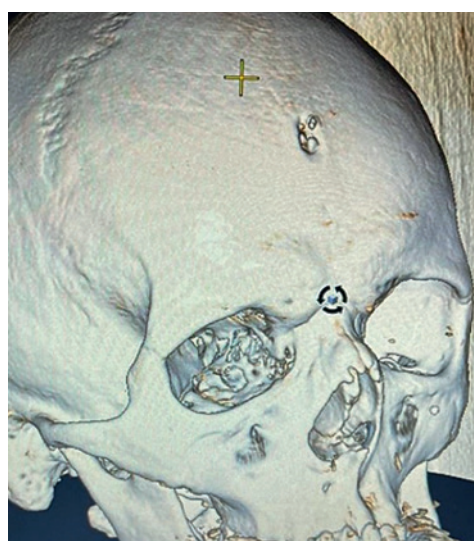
Пациент Г., 40 лет: 3D реконструкция раневого дефекта лобной кости на основе данных КТ
